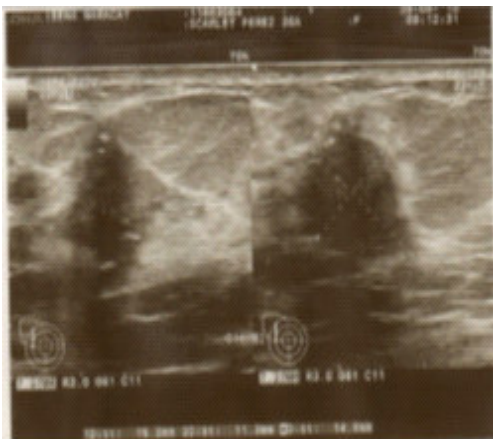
Ecografía mamaria. Septiembre, 2010
